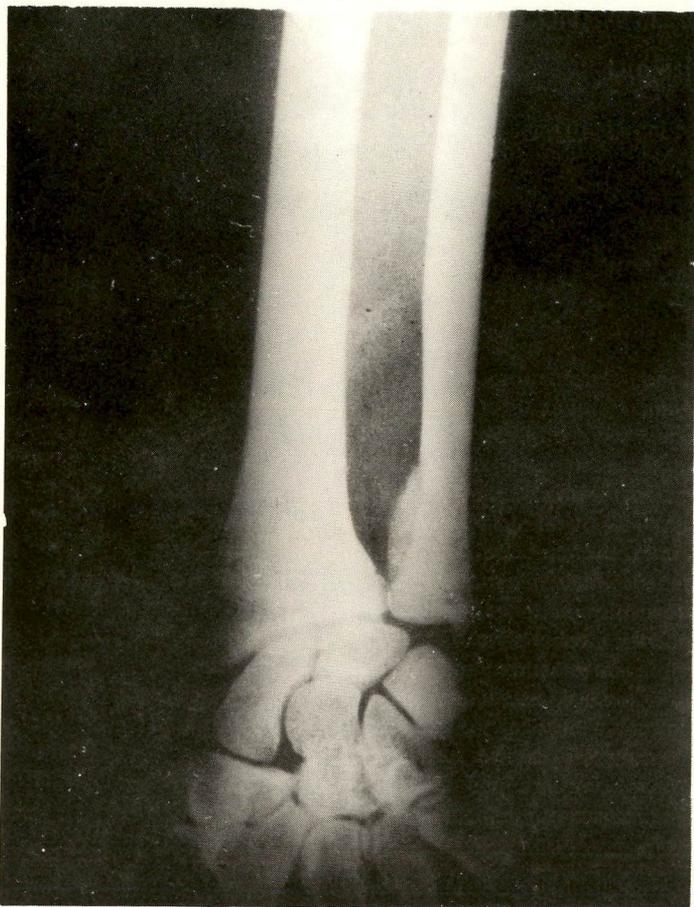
Radiografia do punho direito. Lesão esclerótica no terço distal da ulna.
